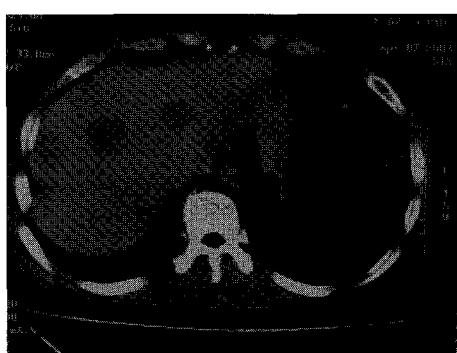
Abdominal CT('03 4/7)
